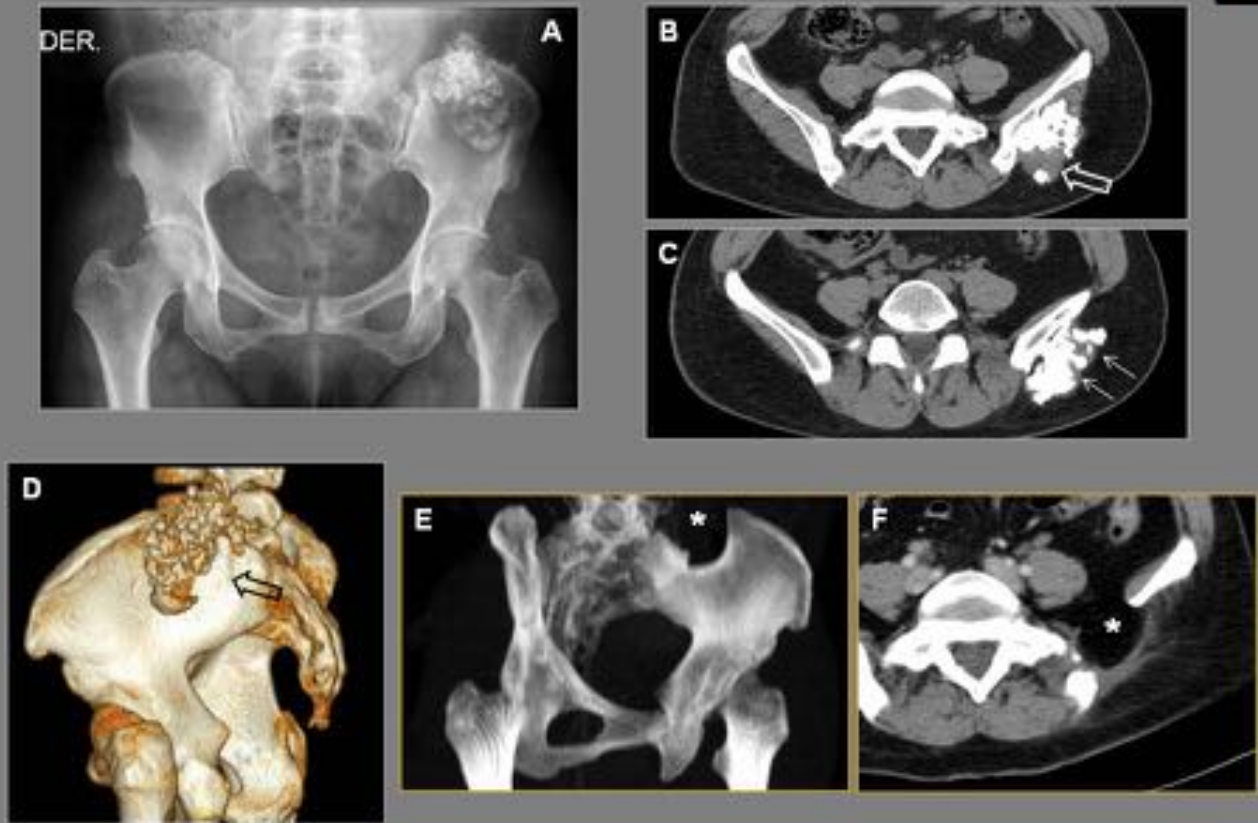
Condrosarcoma de bajo grado. A. Radiografía AP de pelvis que muestra lesión calcificada superpuesta al hueso iliaco izquierdo. B, C, D. La TC demuestra el tallo del osteocondroma y la abundante osificación compacta lesional. Se objetiva cartilago entre las columnas óseas (flechas finas) y foco de CAP engrosado con zona de osificación más irregular (flecha hueca). E, F. TC post tratamiento que muestra el defecto óseo en el hueso iliaco (*) tras la resección completa de la lesión
